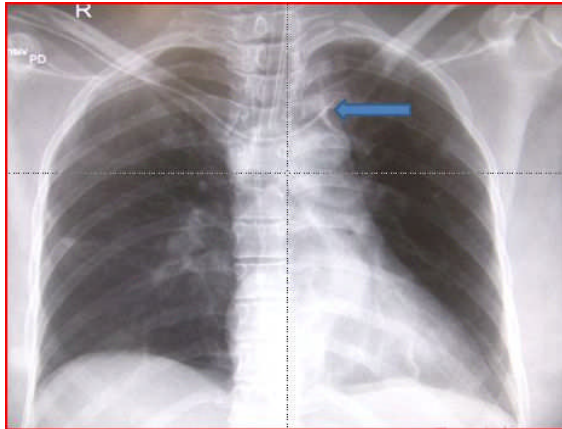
Röntgenaufnahme des Thoraxes mit Kontrastmittel zur Kontrolle einer ZVK-Anlage über die rechte V. subclavia mit Fehllage des Katheters in der linken Vena subclavia (blauer Pfeil).
